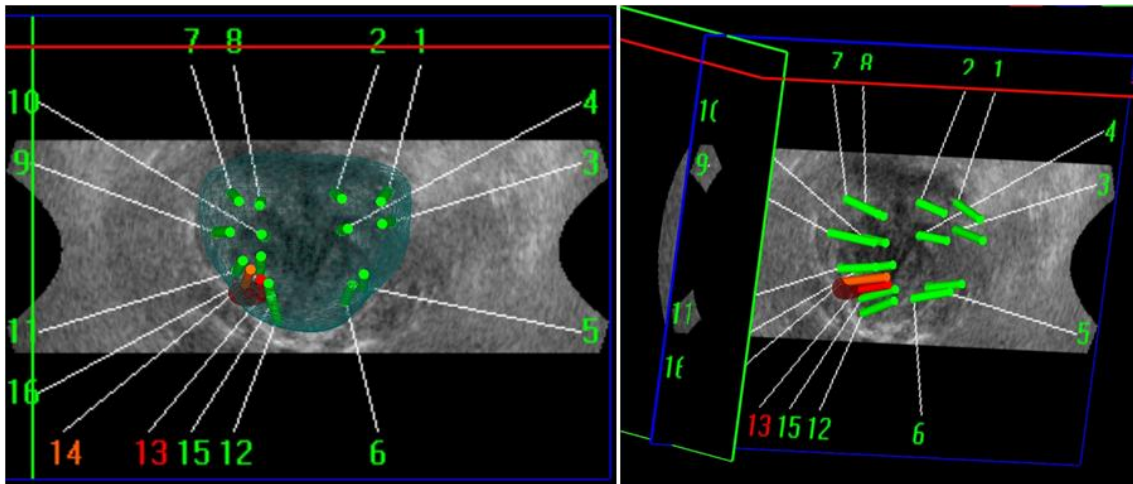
Exemple de répartition des carottes biopsiées sur un volume 3D de prostate. Les carottes verte correspondent aux carottes standard, les carottes rouge et orange aux carottes ayant atteint une cible IRM.
